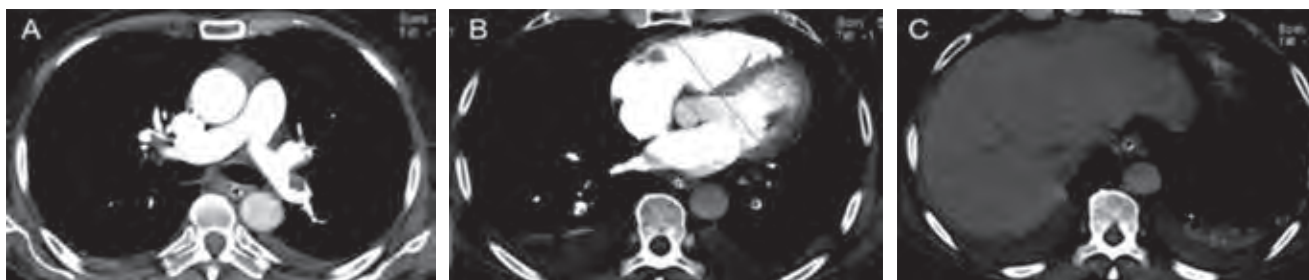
Postthrombolysis chest CT angiography. A) Axial section showing resolution of the right thrombus with a less left thrombotic load. B) 4-bed image with regression of the dilatation of the atrium and right ventricle. The relationship between both ventricles is now normal, and the interventricular septum is rectified. C) Absence of reflux in suprahepatic veins.
